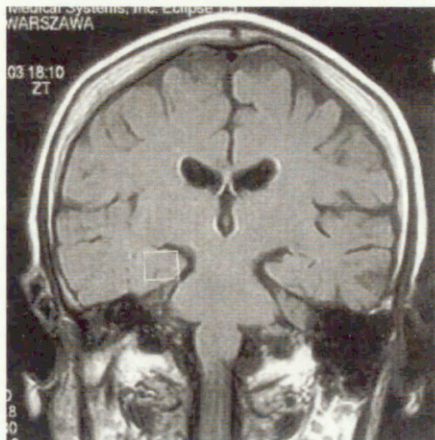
Location of VOI in posterior part of right hippocampal formation. Coronal image, FLAIR sequence.
